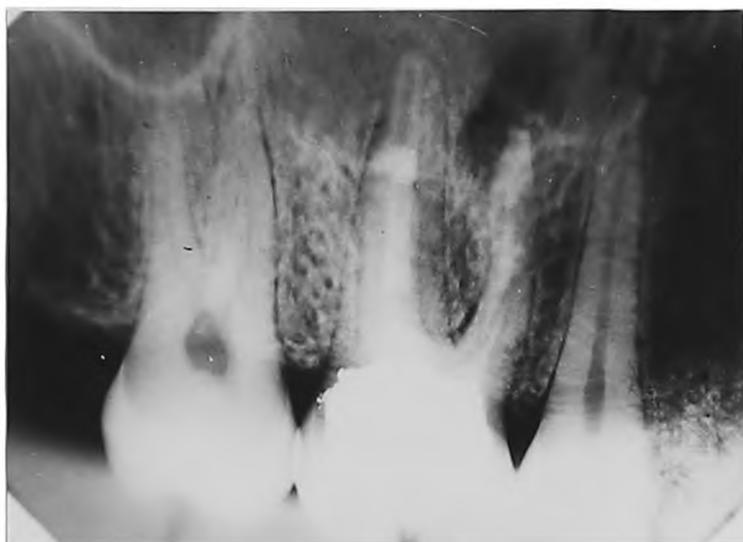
Рентгенограмма 26 зуба непосредственно после завершения эндодонтического лечения.
